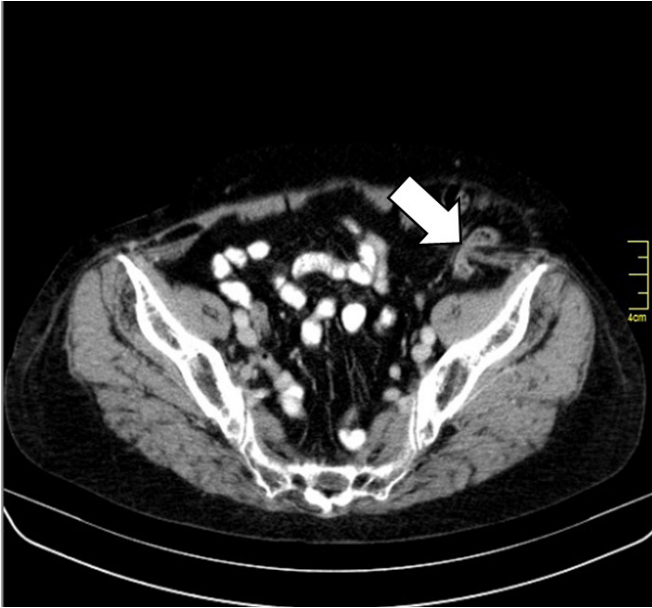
Imagem de TC em plano coronal. Seta branca marca a hérnia de Spiegel
